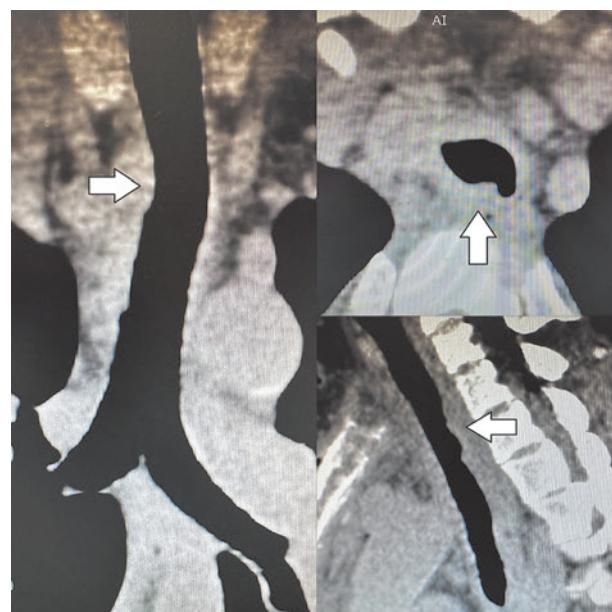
КТ ОГК в трех проекциях пациентки К. через 3 недели после операции. Стрелками указана область пластики трахеи аутоперикардом.
